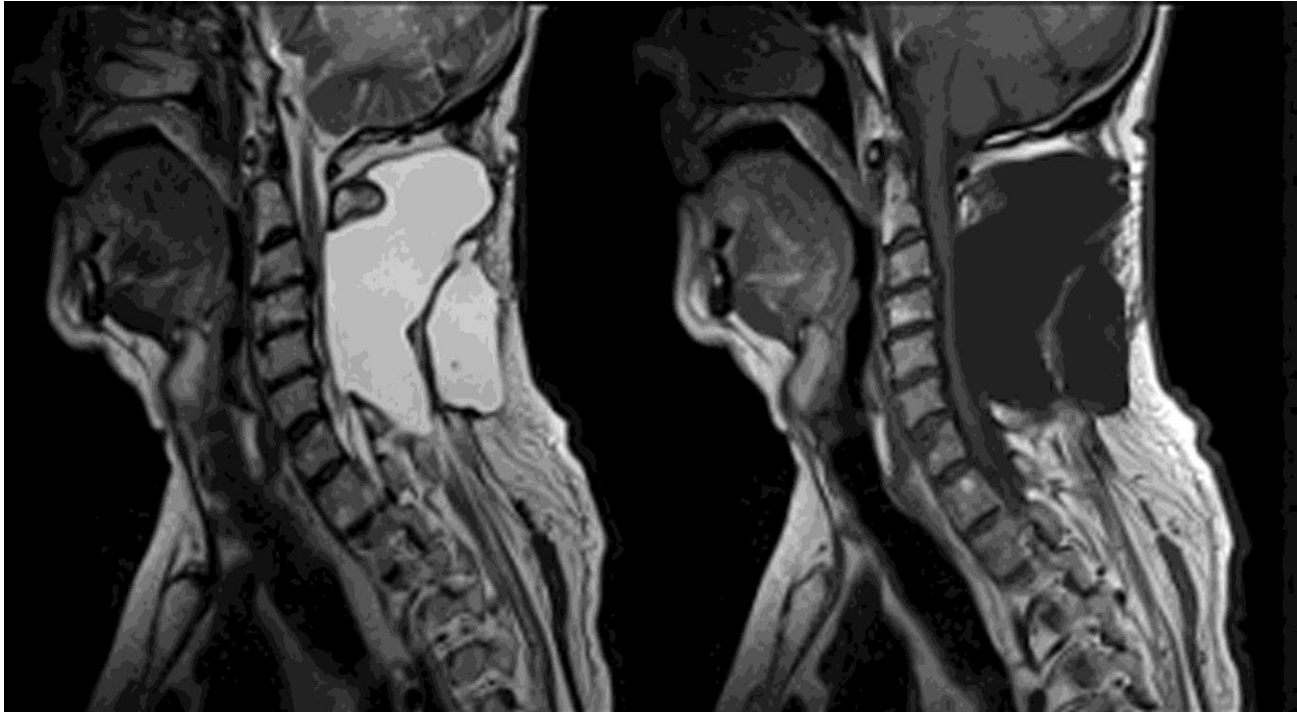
Pseudomeningocele cervical posterior con compresión sobre la médula en las secuenciales sagitales en T2 y T1 de la IRM postoperatoria.
